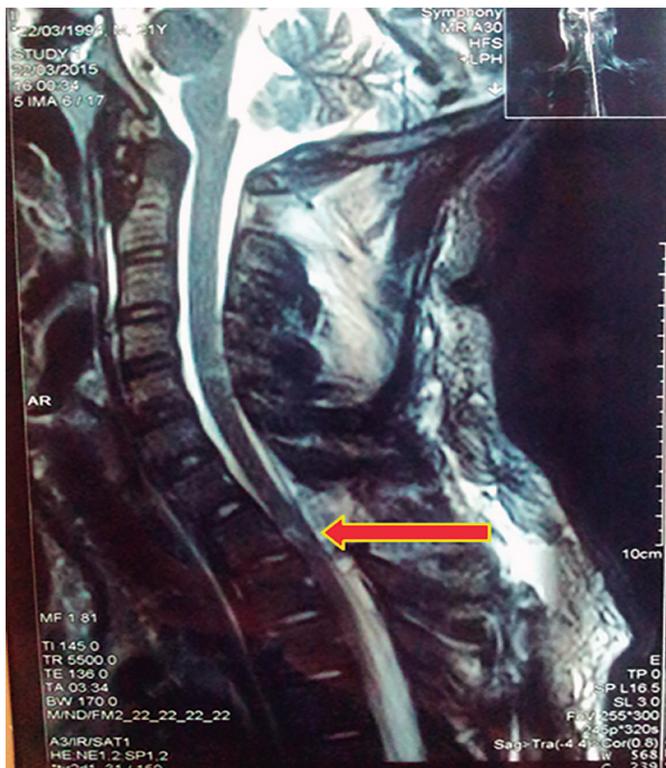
estigmas de laminectomía descompresiva en T1. RMN simple de columna dorsal corte axial secuencia T2.
